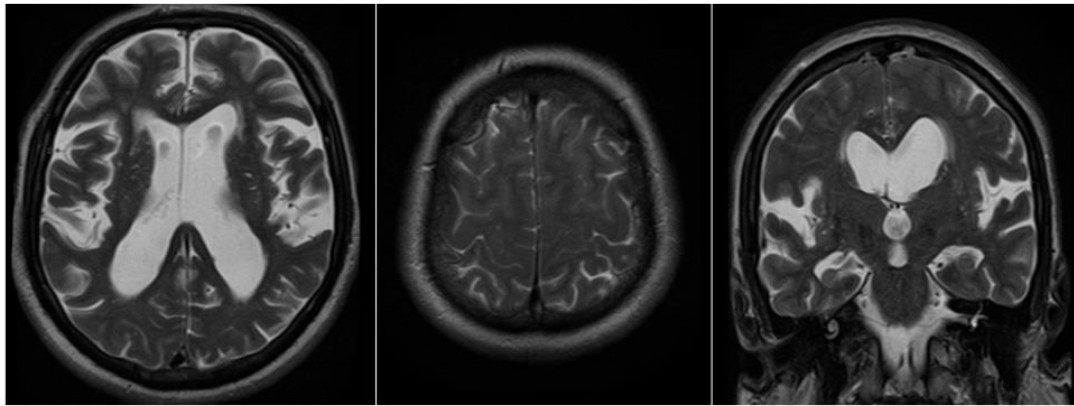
MRI of the brain of the patient with iNPH. The enlarged ventricles of the brain and lateral cracks are visualized, while the subarachnoid spaces of the convective surface and the interhemispheric cleft are narrowed (DESH-syndrome). The case observed by authors
